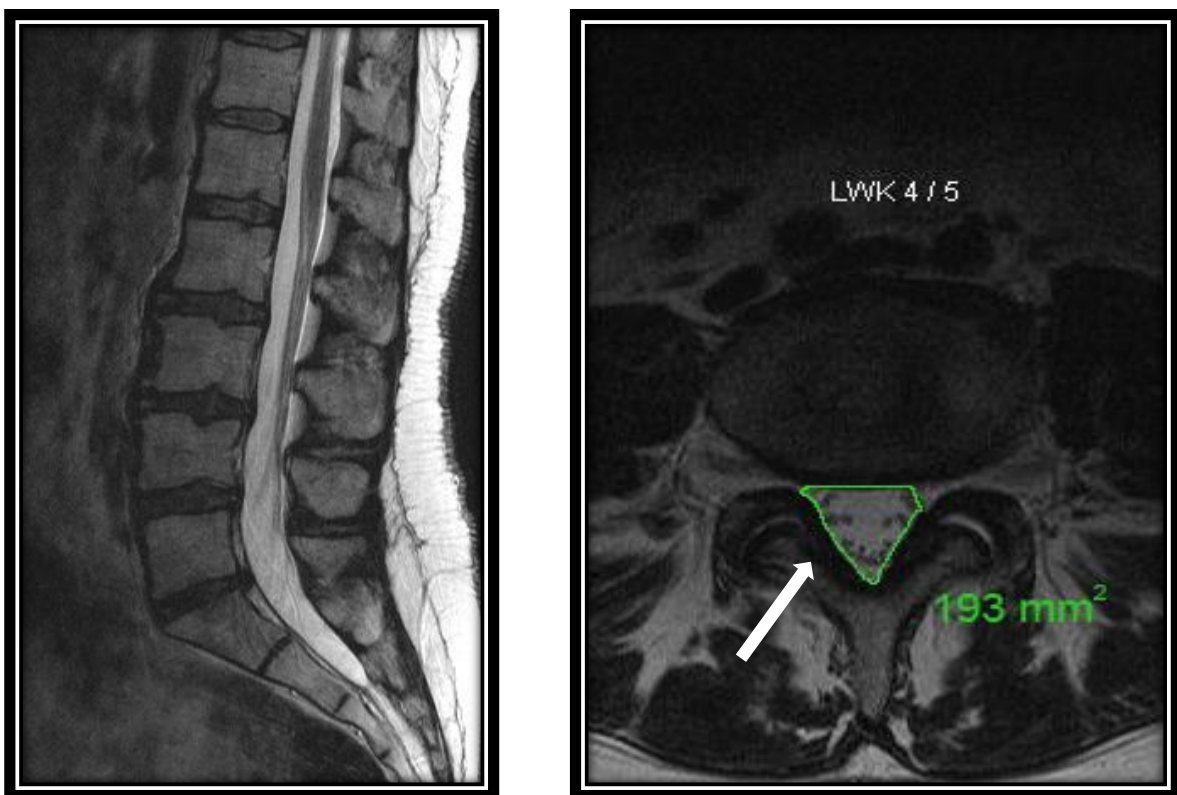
(links) T2WI (T2-gewichtetes) sagittales MRT-Bild eines normalen Spinalkanals: die Kaudafasern weisen einen harmonischen, gleichmäßigen Verlauf auf; (rechts) axial: das Ligamentum flavum ist nicht verdickt (Pfeil). Die cross sectional area (CSA) beträgt 193 mm². Die Kaudafasern sedimentieren in Rückenlage nach dorsal. Quelle: Anonym aus dem Archiv der Schön Klinik Hamburg Eilbek.
